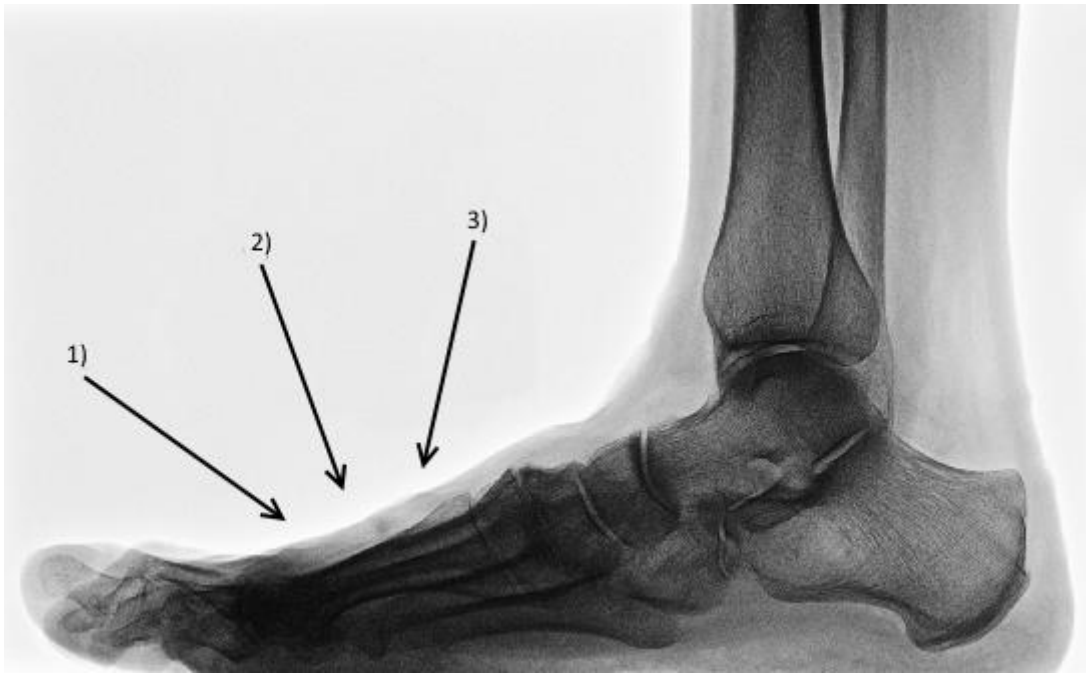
Projektionen im konventionellen Röntgen
